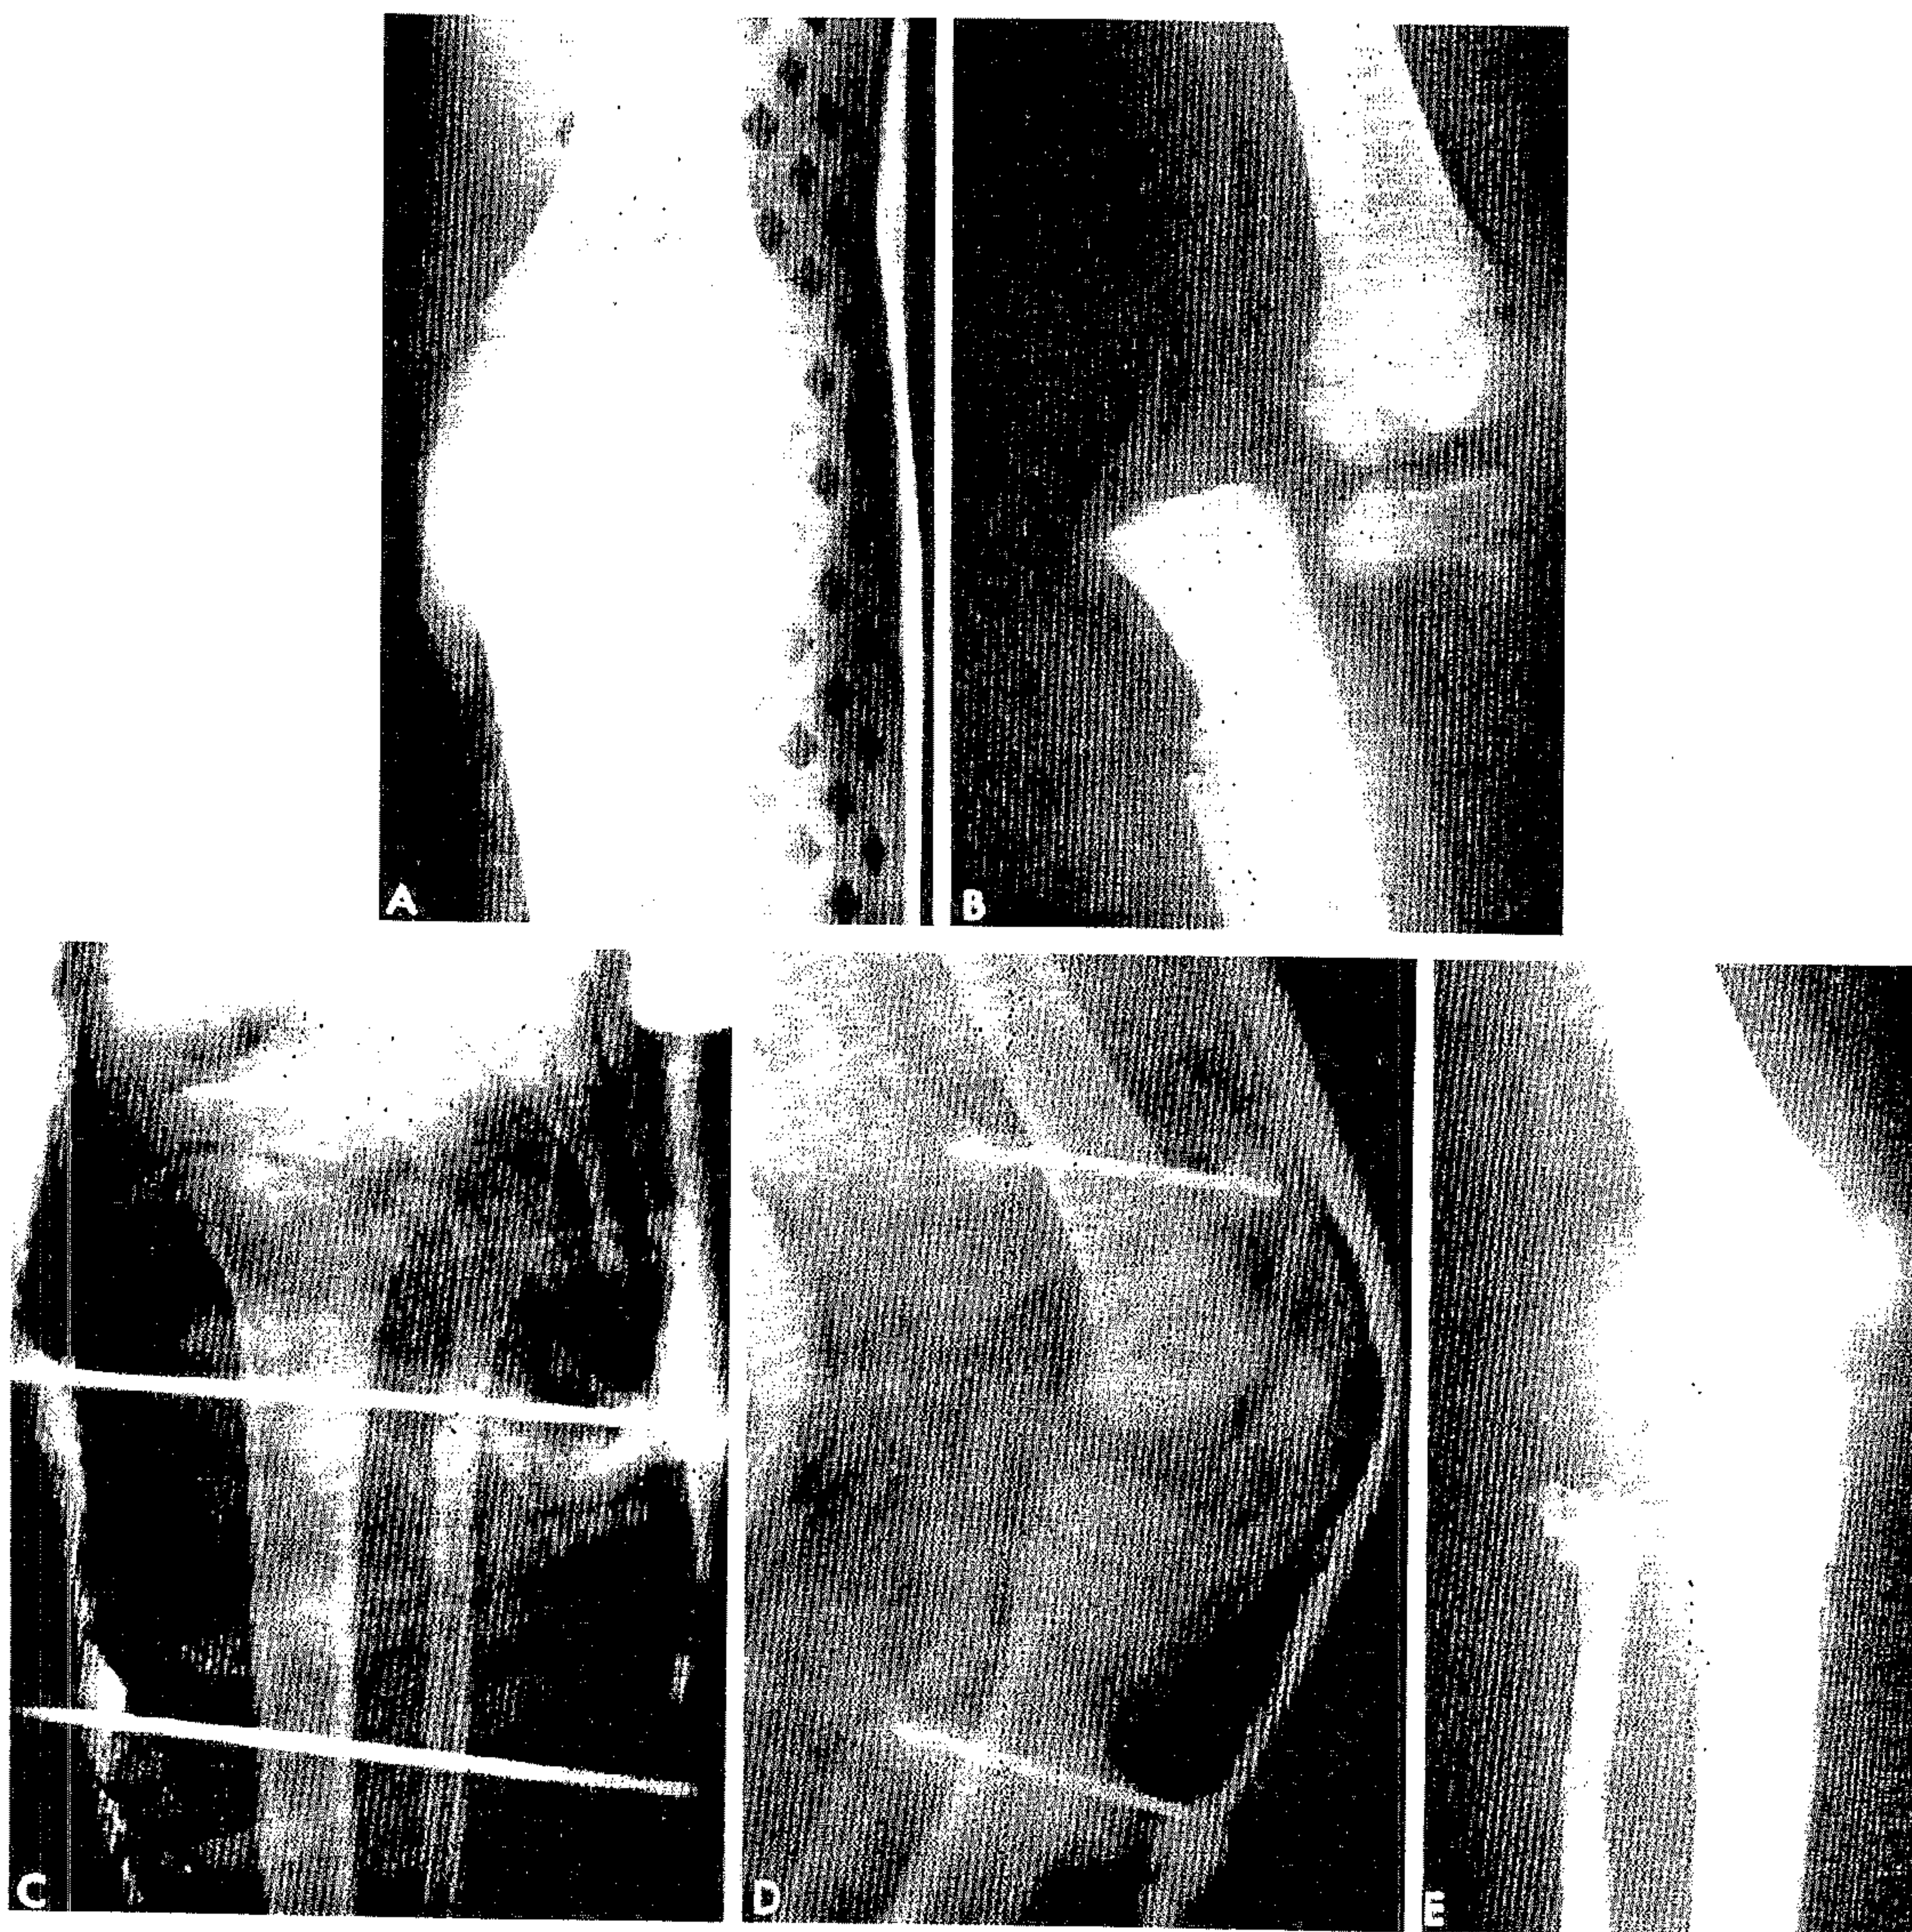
A,B,C,D,E - Fractura tip II Salter-Harris. Radiografiile inițiale. Separarea completă a fragmentului distal, cu deplasarea posterior și superior (A și B). Reducere ortopedică cu ajutorul broșelor aplicate transosos și imobilizare gipsată deasupra genunchiului (C și D). Radiografie la 4 luni care arată vindecarea (E).
